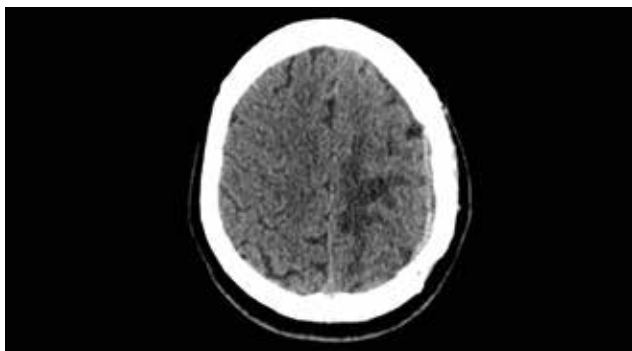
Результаты МСКТ после противосифилитического лечения (через 6 мес.)
